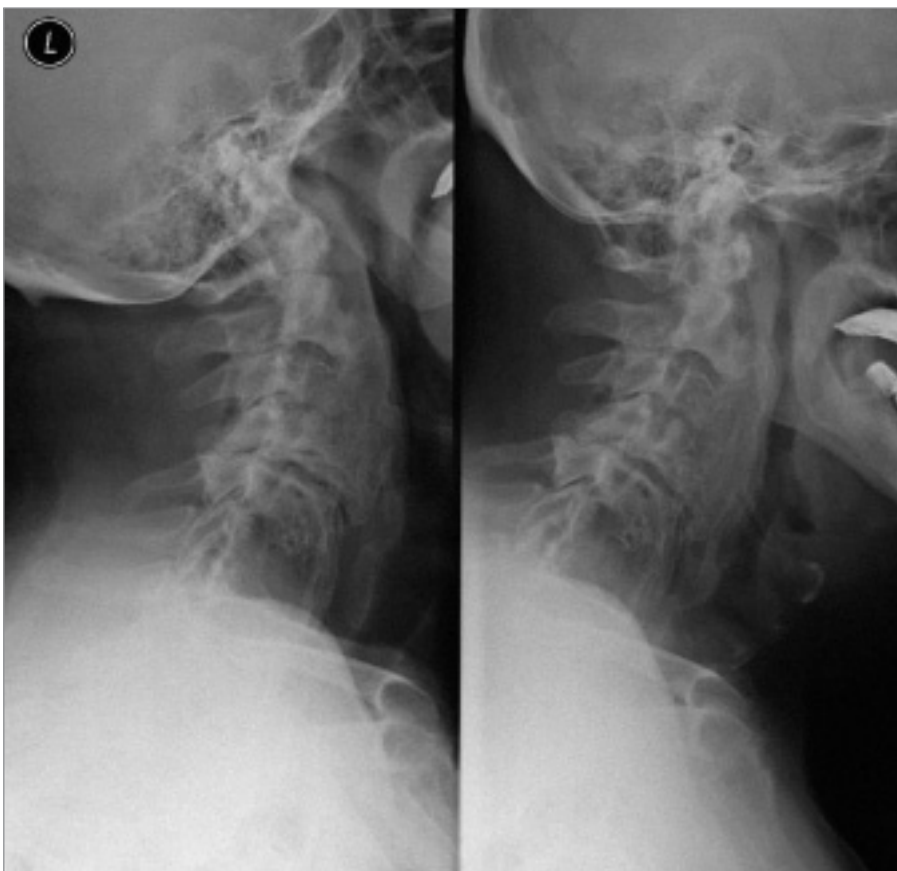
RTG polykacího aktu (boční a předozadní snímky) s těsným vztahem předních osteofytů ke stěně jícnu (pacient č. 1).
